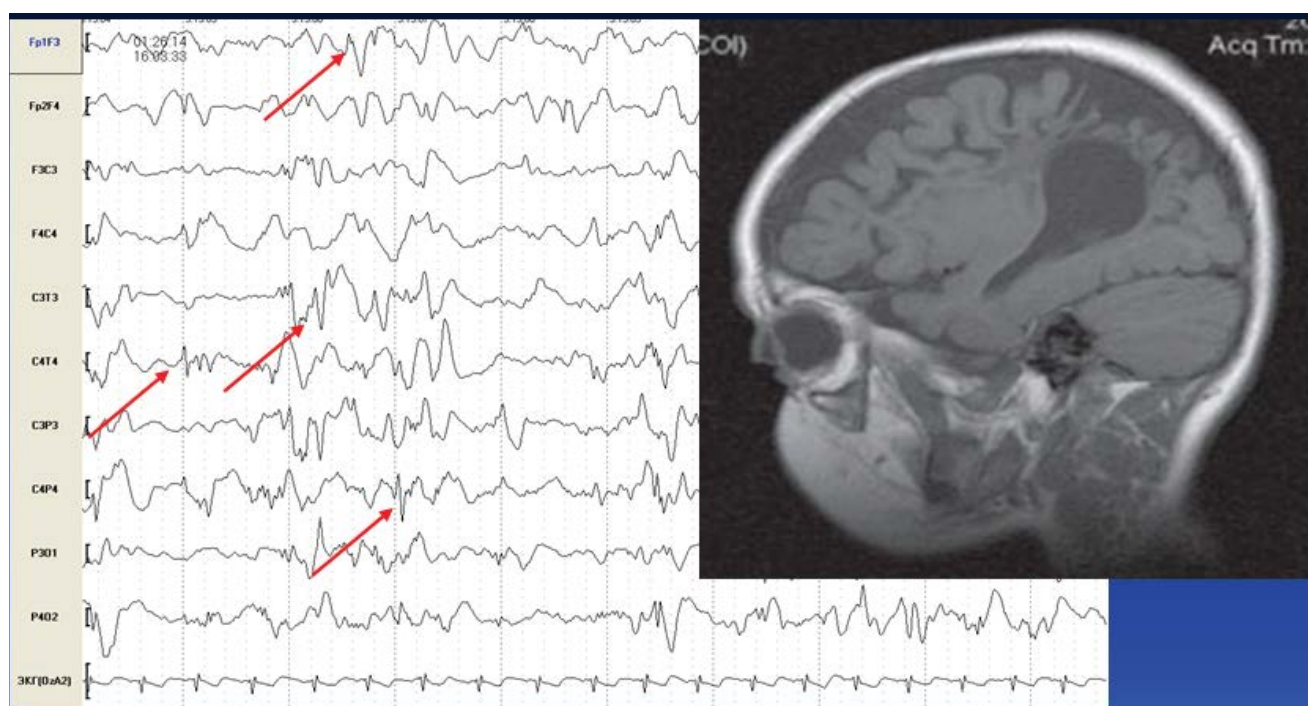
Пациент Р. 6 мес. ВЭЭГ, МРТ головного мозга. У ребенка на фоне ишемического повреждения головного мозга регистрируется epileптическая активность в левой лобной, левой центрально-теменной, правой центрально-височной, правой центрально-теменной областях. Масштаб ЭЭГ 30 мм/с, 10 мкВ/мм.
